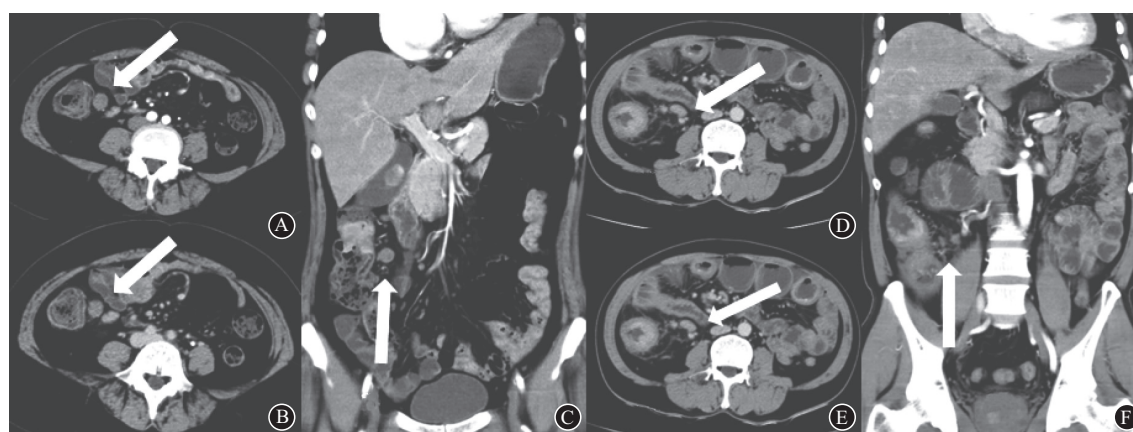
多排螺旋CT(MSCT)结肠癌术前N分期:病变肠管周围多发结节状密度增高影,直径 ≥ 7 mm,增强后明显强化。
